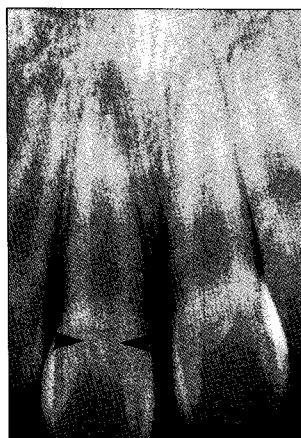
Periapical radiograph after 3 months.
